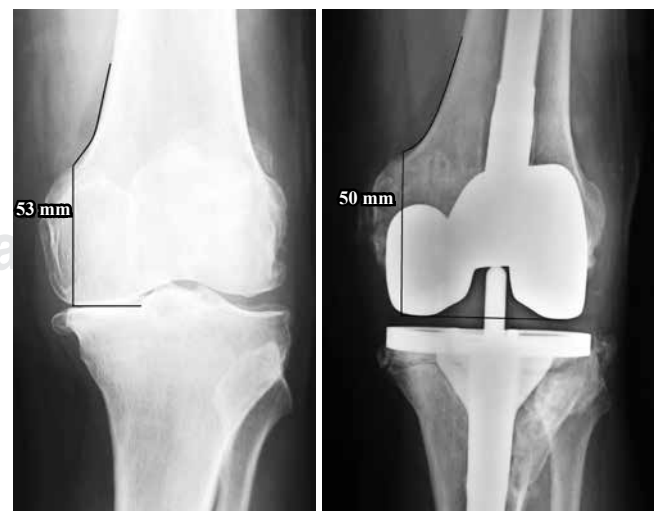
Técnica de medición en la radiografía AP.
